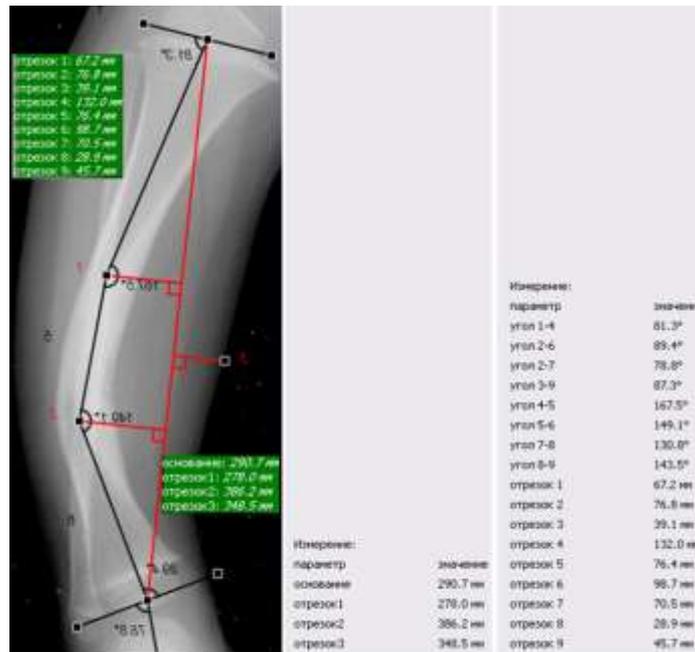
Рентгенограммы костей голени в прямой проекции
